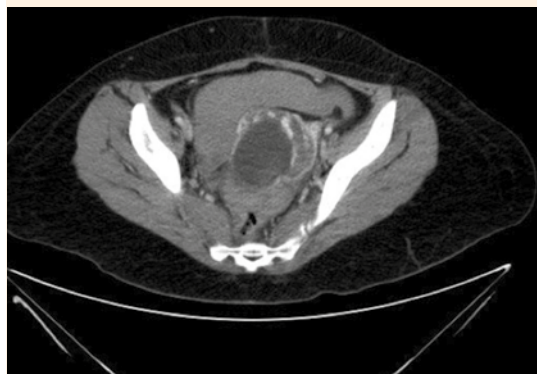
Tomografía abdominopélvica, corte axial, que muestra el saco gestacional en contacto con la porción medial de sigma.
